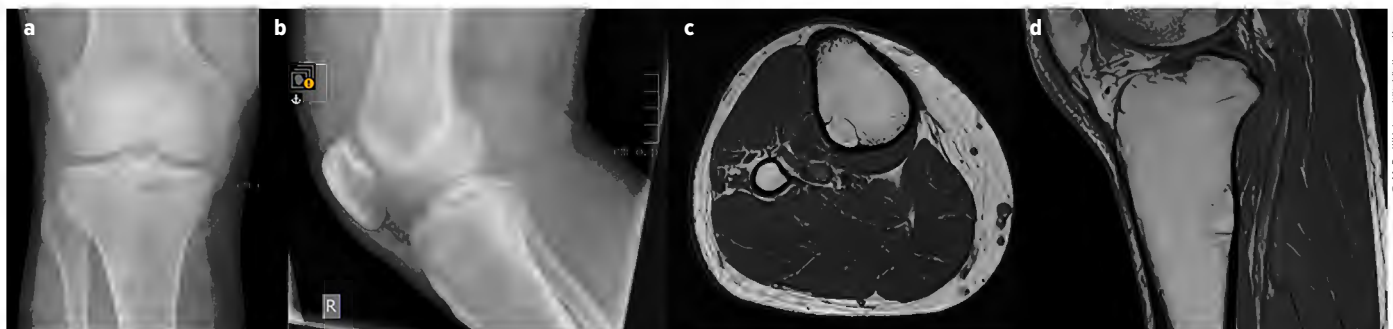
(a) + (b) Patient 1, Röntgenbilder a.p. und seitlich, (c) + (d) MRT-Bilder axial und sagittal
